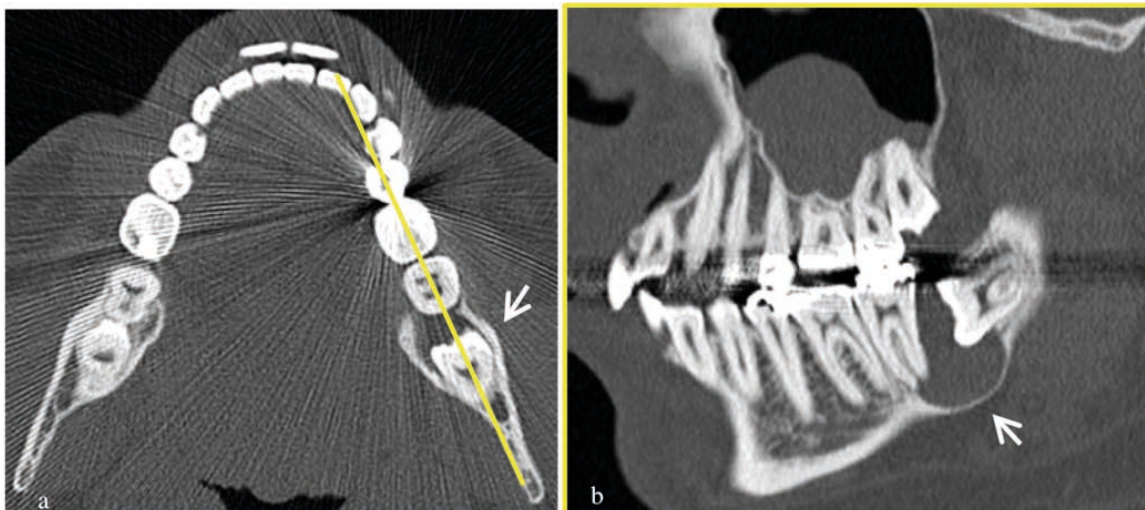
Immagine MDCT assiale (a) e ricostruzione sagittale lungo l'asse dell'emimandibola sinistra (b) in paziente con voluminosa cisti follicolare (freccia) attorno alla corona del dente 38 non eretto ed orientato orizzontalmente. Eccellente visualizzazione in TC delle strutture ossee.
